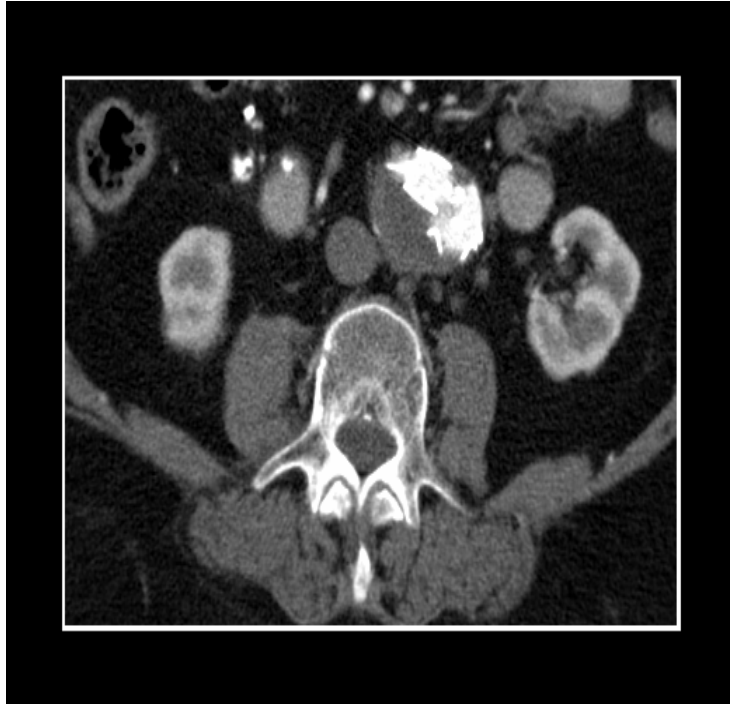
Neuntes Kontroll-CT bei Frau R.
